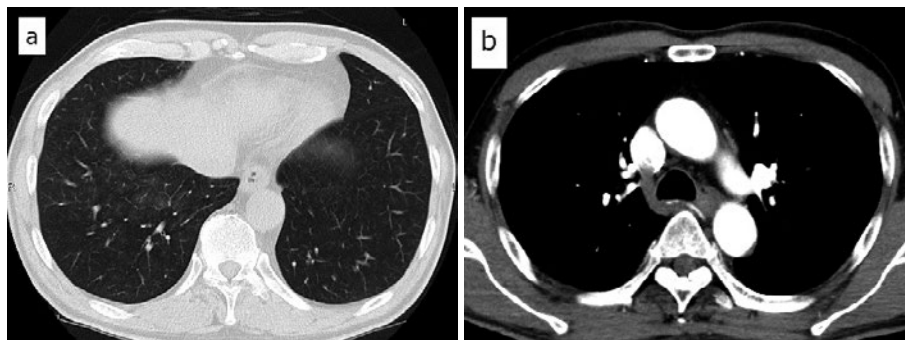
(a) 入院時胸部CT. 右下葉に極軽度のすりガラス陰影を認める. (b) 胸部造影CT. 気管支動脈起始部が描出されたが、拡張は認めない. 明らかな血管奇形も認めなかった.
